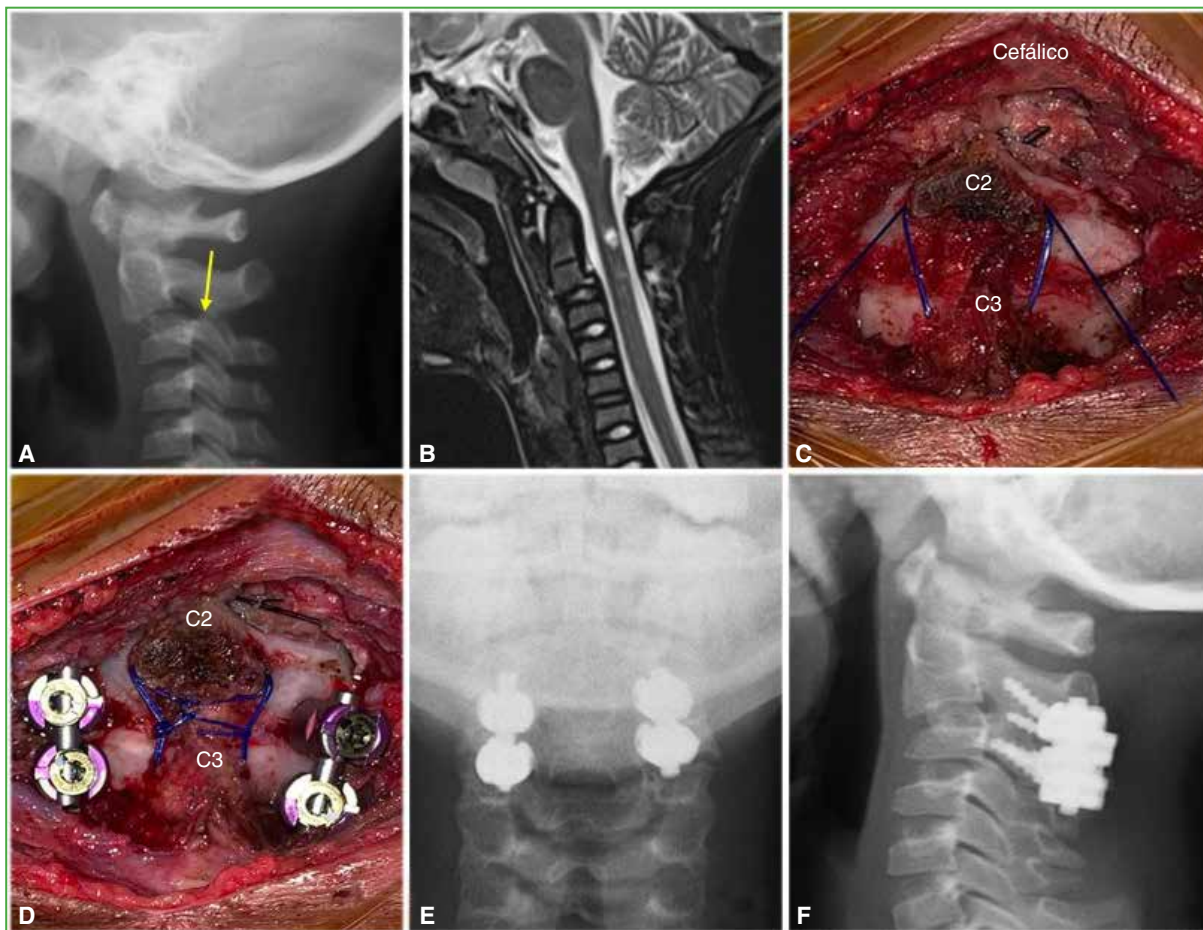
Niña de 9 meses, antecedente de accidente de tránsito, con síndrome medular central y parálisis del hemidiafragma derecho. A. Radiografía del raquis cervical, de perfil. Luxación unilateral de C2-C3 con cifosis de 40°. B. Posición operatoria en decúbito prono y marcación de la piel. C. Imagen intraoperatoria luego de la reducción y el cerclaje laminar doble de C2-C3 con hilo Prolene® 2.0 (color azul). D y E. Radiografías de columna cervical, de frente transoral y de perfil, a los 9 años de seguimiento. Osteosíntesis facetaria con tornillos para minifragmentos de 2.0 de diámetro y una miniplaca *ad hoc* de titanio.
